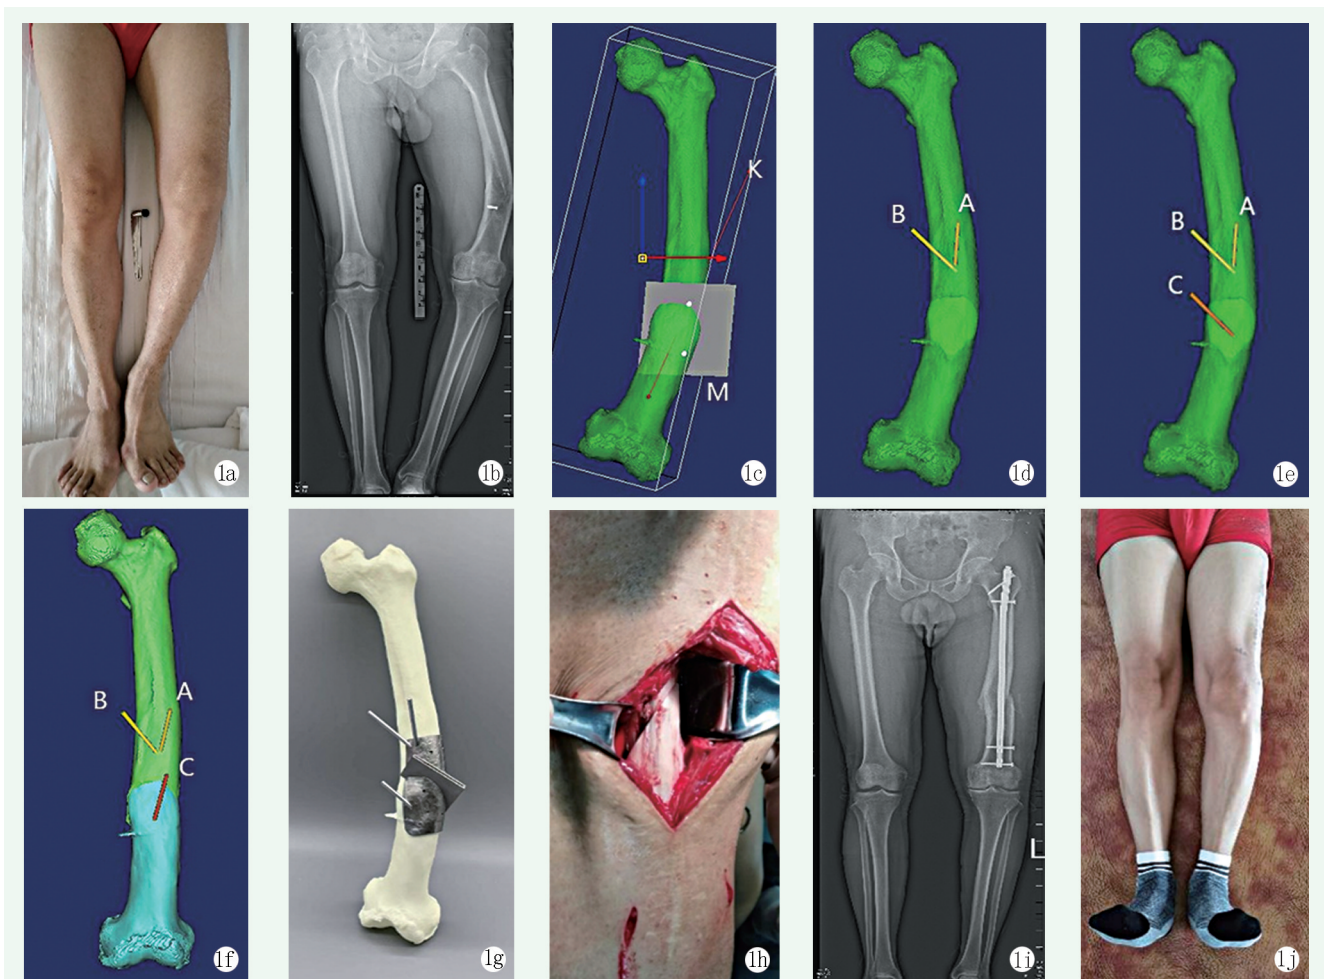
患者，男，45岁，25年前股骨干骨折畸形愈合，因左膝关节疼痛入院 1a: 术前双下肢外观，左股骨明显内翻，短缩畸形 1b: 术前双下肢全长X线片，左股骨内翻畸形 1c: Mimics 三维重建模拟截骨，M为截骨平面，K为旋转轴 1d: 克氏针A和B平行于截骨面，克氏针夹角即为远端骨旋转角度 1e: 克氏针C平行克氏针B 1f: 旋转远端骨，使克氏针C平行于克氏针A 1g: 3D打印骨骼模型和截骨导板，导板预留截骨槽，固定孔 1h: 术中显露截骨断端，截骨后，髓内钉内固定，远近端螺钉锁定 1i: 术后双下肢全长X线片，下肢力线正常 1j: 术后双下肢外观，左股骨内翻、短缩畸形矫正满意
